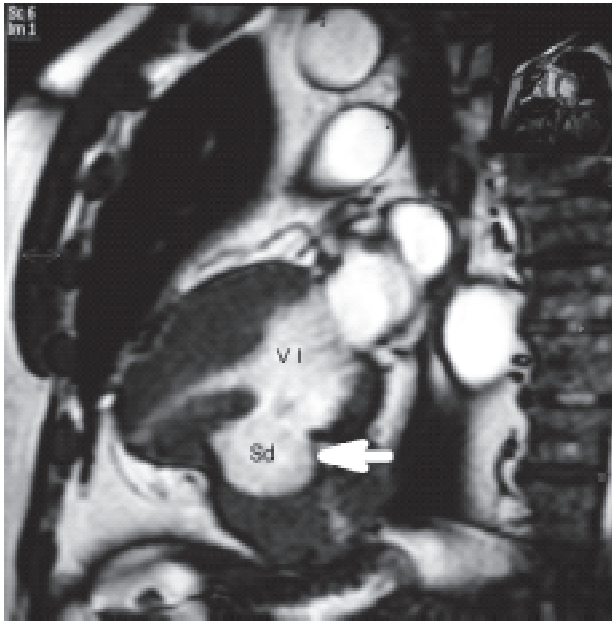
Resonancia magnética nuclear cardíaca que muestra un pseudoaneurisma del ventrículo izquierdo localizado en el segmento medio de la pared inferolateral. El paciente estuvo asintomático por más de una década luego del infarto agudo de miocardio. La sospecha surge a partir de imágenes sugestivas durante la realización de un ecocardiograma de control.
